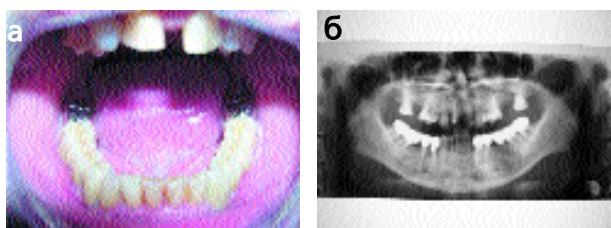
а — диспансерное наблюдение завершено комплексного лечения, б — ортопантомограмма
